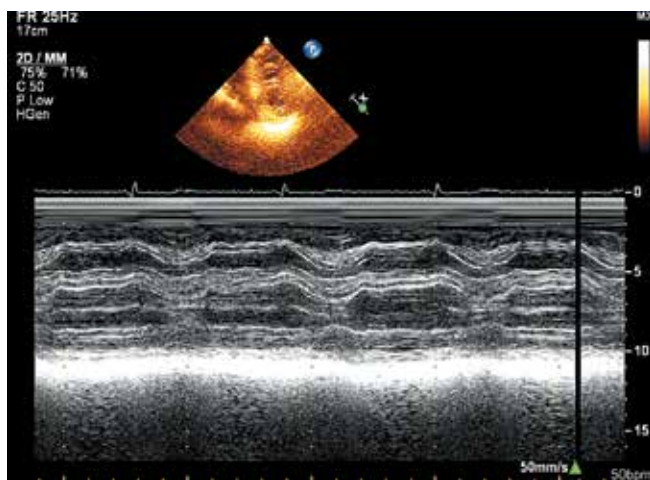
Эхокардиограмма: локация в М-режиме из парастерального доступа на уровне средне-верхушечного отдела левого желудочка. Определяются двуслойная структура миокарда, небольшая гипокинезия нижней стенки левого желудочка
